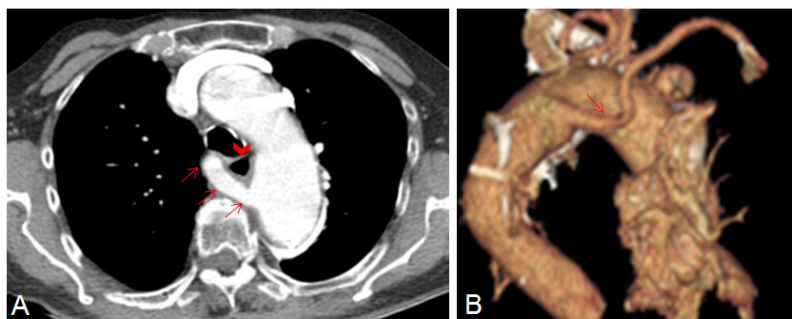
Tomografía de tórax con contraste endovenoso: A. Corte axial: las flechas muestran la arteria subclavia derecha aberrante con trayecto retroesofágico; la cabeza de flecha muestra el esófago. B. Reconstrucción tridimensional: la flecha muestra la arteria subclavia derecha aberrante.
